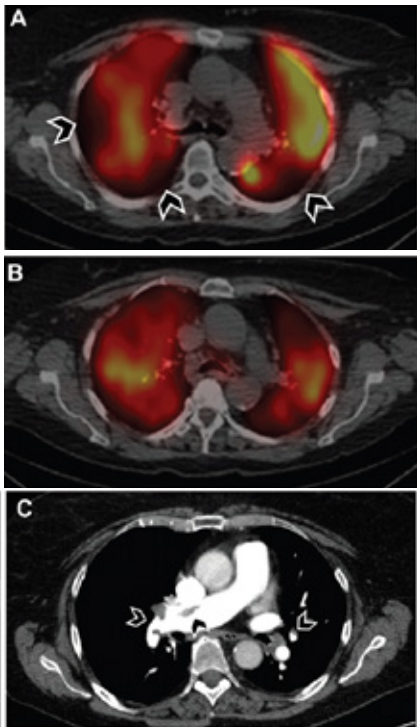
Adaptado Ventilation-Perfusion Scan: A Primer for Practicing Radiologists Émbolos pulmonares en SPECT/CT en una mujer de 79 años con enfermedad pulmonar tromboembólica crónica. (A) La imagen SPECT/CT axial con 99mTc-MAA muestra múltiples defectos de perfusión subsegmentarios dispersos en forma de cuña (puntas de flecha) en ambas longitudes. B) SPECT/CT axial con 99mTc-DTPA La imagen de ventilación muestra ventilación preservada en las áreas de perfusión ausente. (C) La angiografía por TC axial muestra múltiples embolias pulmonares (puntas de flecha)
